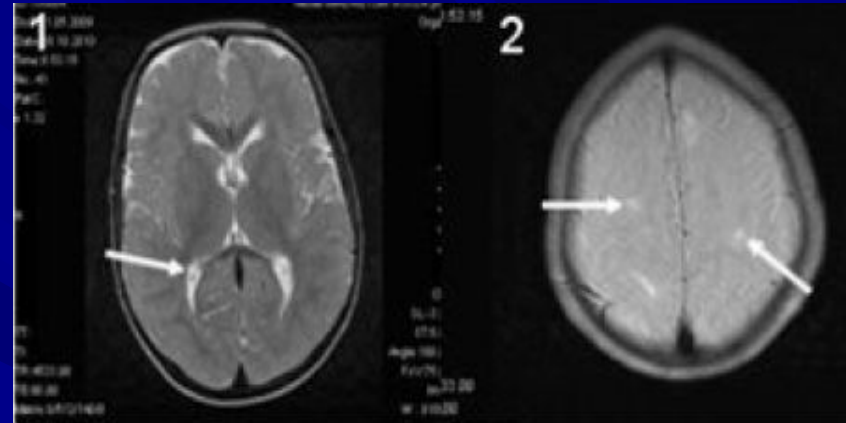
МР-томограми головного мозку дитини у віці 1,5 роки з туберозним склерозом. 1, 2 — аксіальна проекція: у проекції кори і субкортикальних відділів білої речовини півкуль великого мозку визначені без чітких контурів множинні вогнища неоднорідного гіпоінтенсивного на Т2 і помірно гіпо-гіперінтенсивного на Т1-зважених зображеннях (33) МР-сигналу. Субependимарно по відношенню до бокових шлуночків відзначені округлі ділянки зниження інтенсивності МР-сигналу на Т2 і його підвищення на Т1-33 діаметрами до 0,5 см, зумовлені петрифікатами (стрілки).
